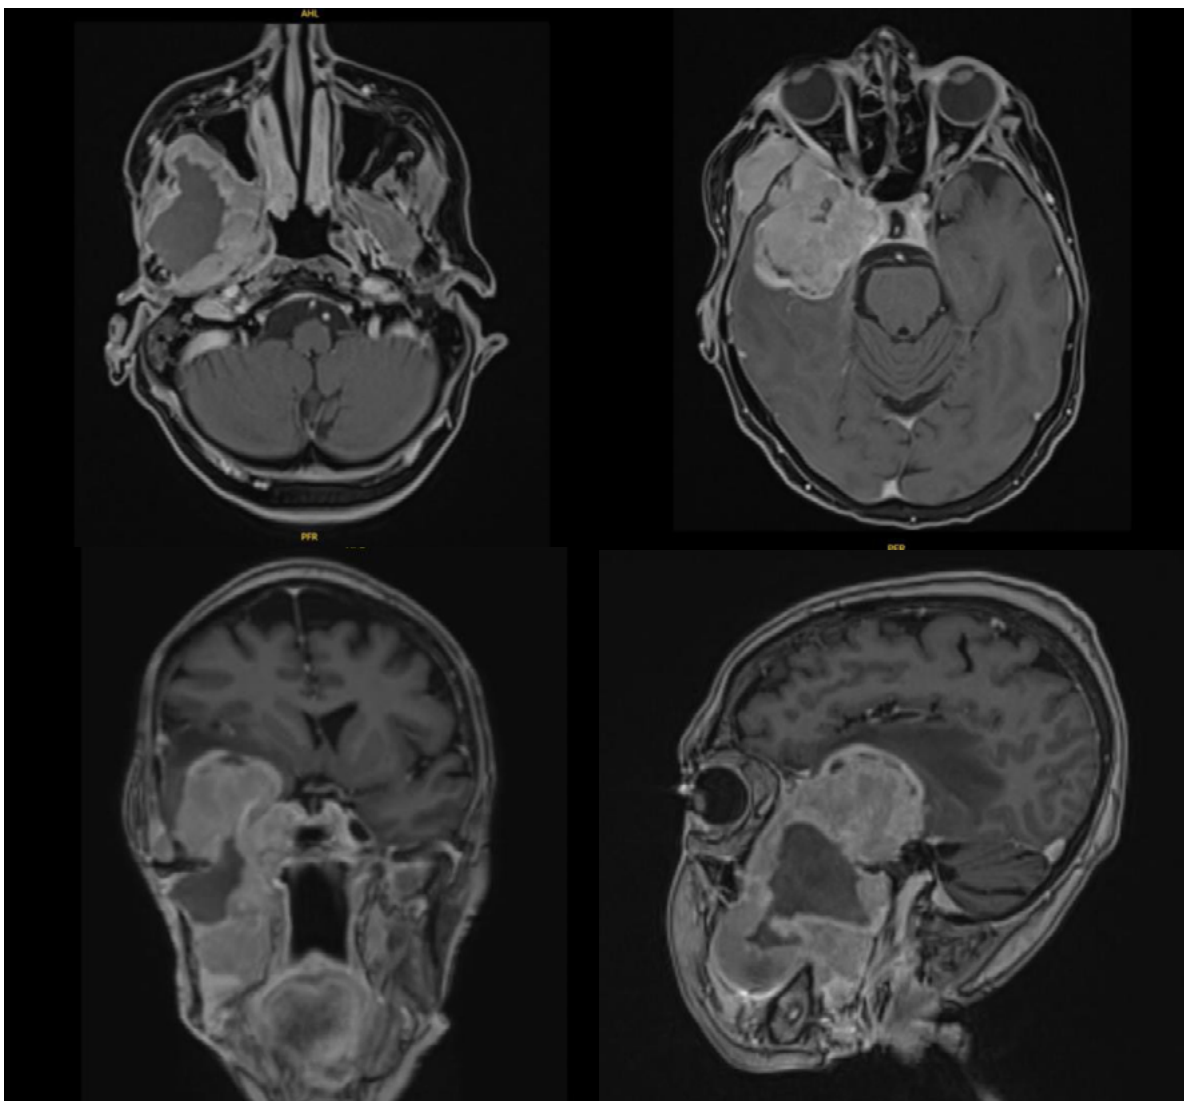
Resonancia magnética maxilofacial, secuencia T1, corte axial (A,B), coronal (C) y sagital (D).
